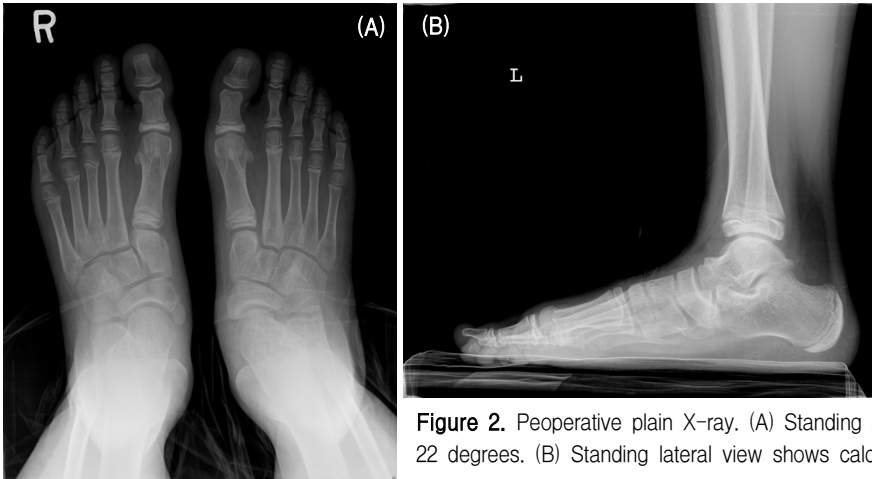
Preoperative plain X-ray. (A) Standing AP view shows talo-1st metatarsal angle of 22 degrees. (B) Standing lateral view shows calcaneal pitch angle of 9.6 degrees.
